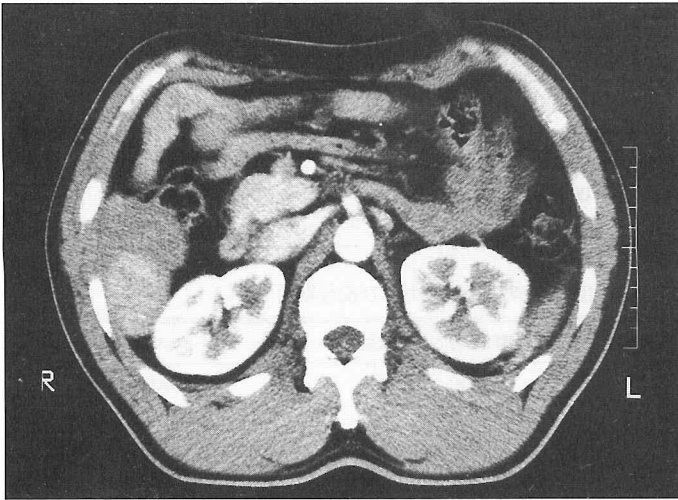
腹部CTでは、肝S6によく enhance される腫瘍性病変を認めた。
